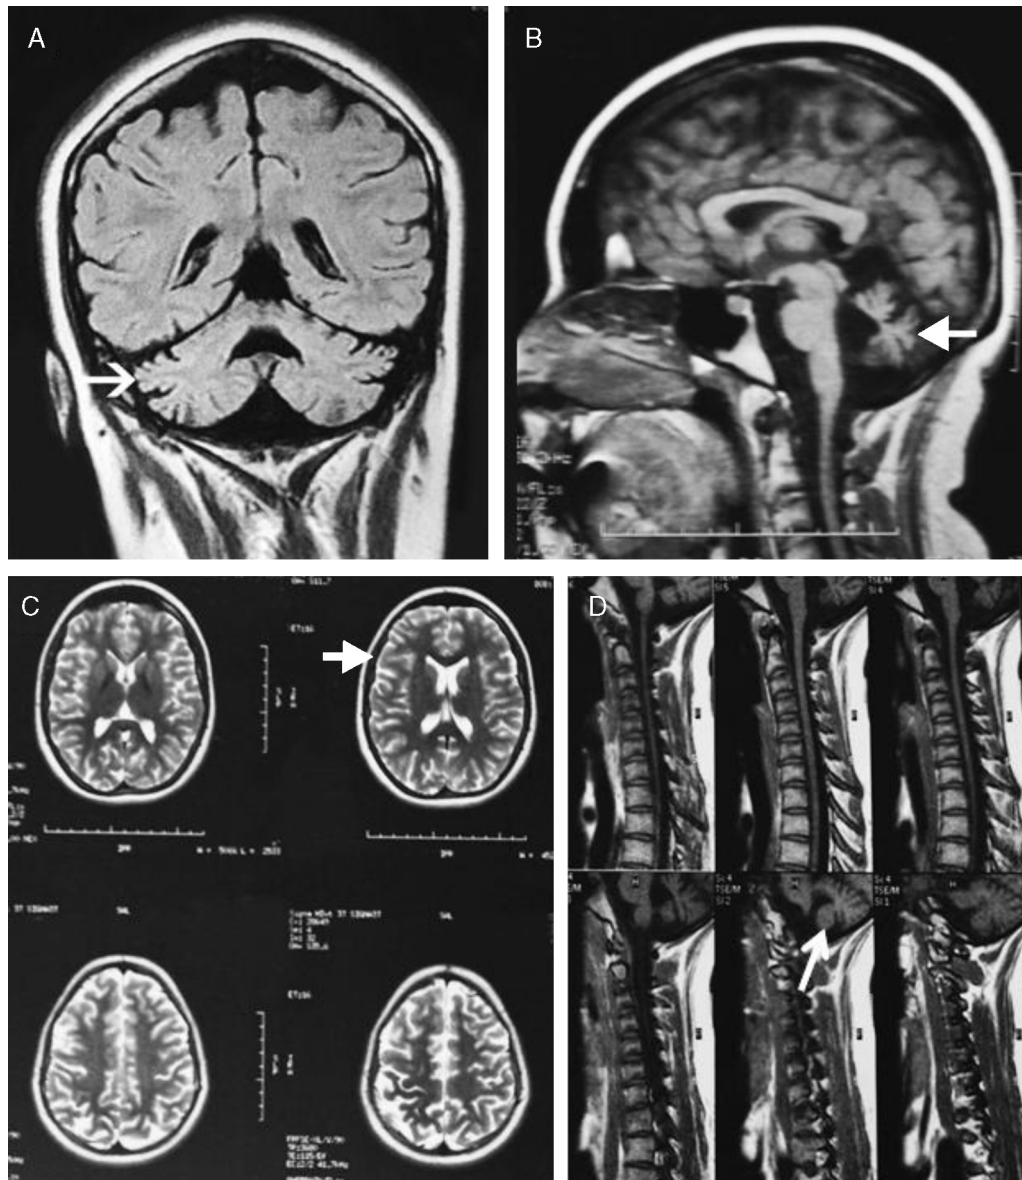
Resonancia magnética cerebral y de columna cervical. A) Atrofia de ambos hemisferios cerebelosos con aumento de las folias cerebelosas. B) Importante atrofia del vermis cerebeloso con aumento del tamaño del iv ventrículo. C) Atrofia cerebral generalizada de predominio cortical, con ensanchamiento de los surcos de la convexidad. D) Gran componente de atrofia cerebelosa a nivel de la fosa posterior.
